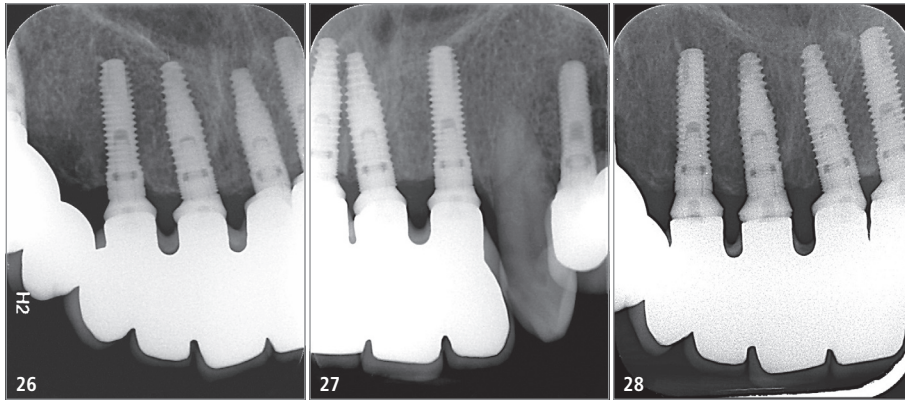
Röntgenkontrollaufnahmen aus Januar 2017 nach einjähriger Belastungsphase. – Abb. 28: Röntgenkontrollaufnahme aus Januar 2020 nach vierjähriger Belastungsphase.
